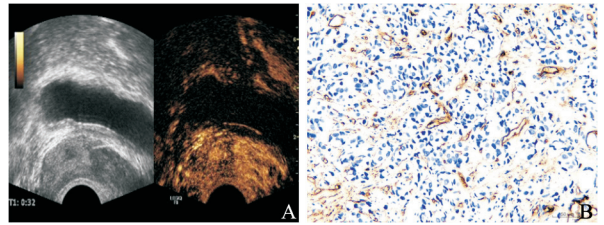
高增强结节前列腺癌超声造影和CD34免疫组织化学染色
